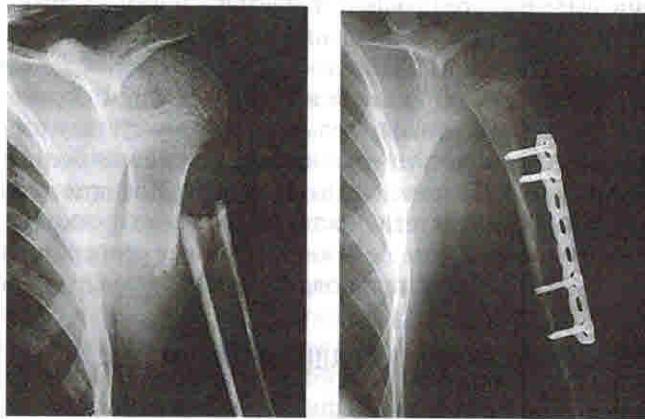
Рентгенограммы плечевой кости мальчика 10 лет: *а* — патологический перелом плечевой кости со смещением отломков; *б* — контрольная рентгенограмма через 4 мес после хирургического лечения. Линия перелома не прослеживается, восстановлена структура костномозгового канала, восстановлена непрерывность кортикального слоя кости
